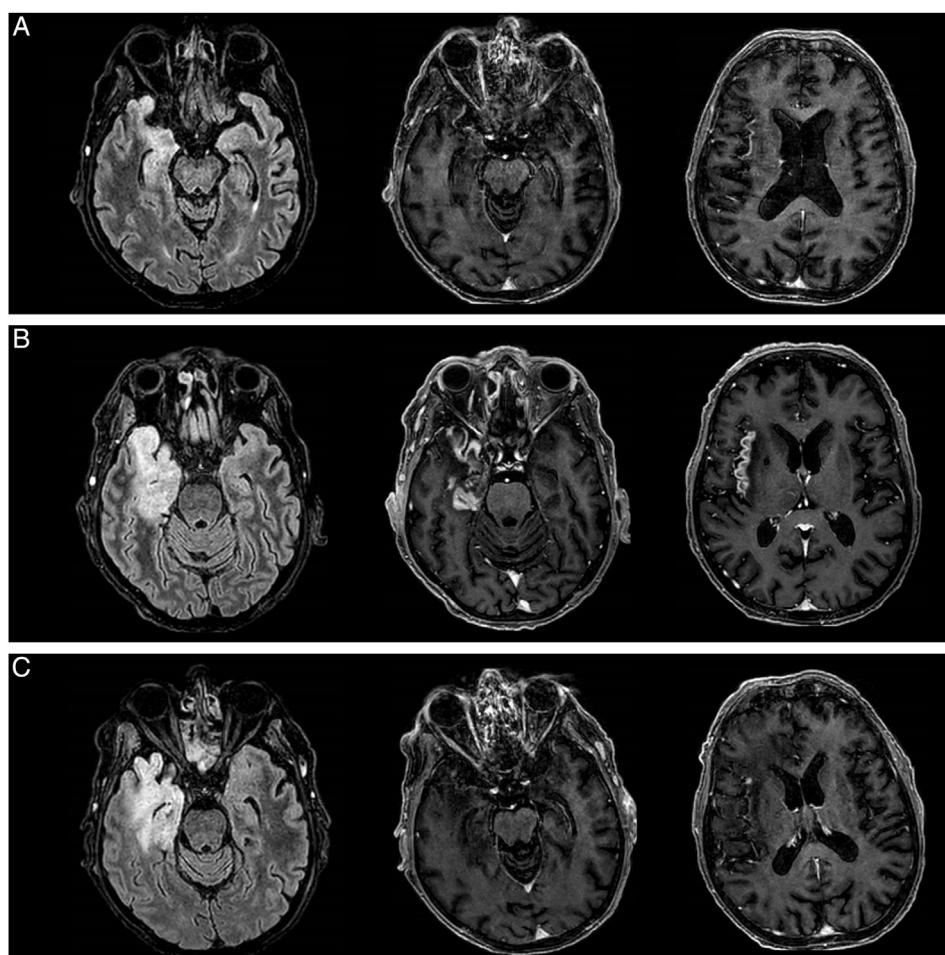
Comparación de los hallazgos en resonancia magnética durante la encefalitis herpética (A), la recidiva por encefalitis autoinmune (B) y tras el tratamiento inmunomodulador (C). Evolución del edema en lóbulo temporal derecho —secuencia FLAIR— (izquierda) y de la captación de contraste leptomenígeo en lóbulo temporal (centro) e insula (derecha).
